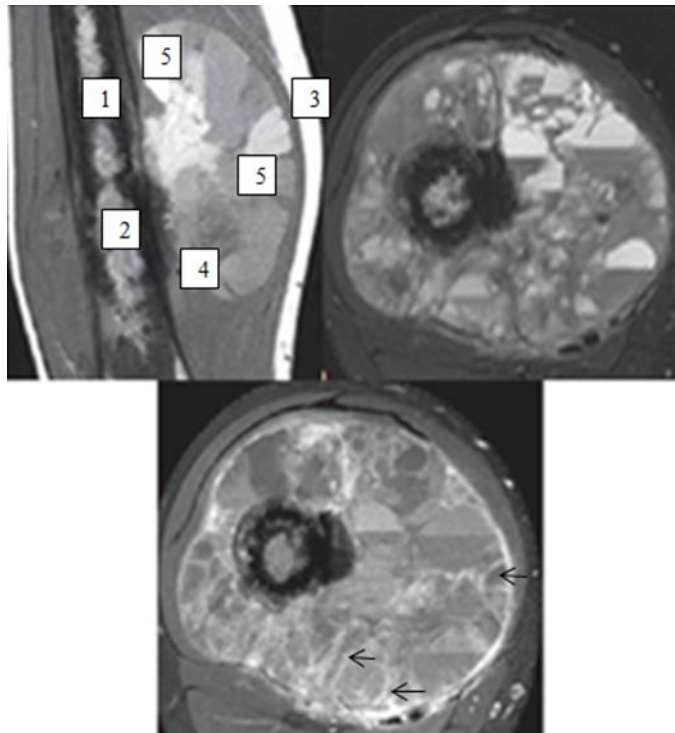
МРТ T133 у фронтальній, T233 і постконтрастне T133 у аксіальній площинах. Телангієктатична ОС – візуалізується поліморфізм патологічних змін: інфільтрація кісткового мозку на рівні діяфізу стегнової кістки (1); деструкція кортикального шару з спікулоподібним періостозом (2), наявність позакісткового компонента (3), який має неоднорідну структуру за рахунок ділянок некрозу (4), крововиливів (5) і множинних септ (стрілки), котрі накопичують контрастну речовину. Крововиливи супроводжується характерною картиною подвійних рівней на T233 (fluid-fluid, Van Dyck D. et al. 2006) – нижній рівень з низькою інтенсивністю МР-сигналу обумовлений продуктами розпаду гемоглобіна, а верхній – рідиною.
